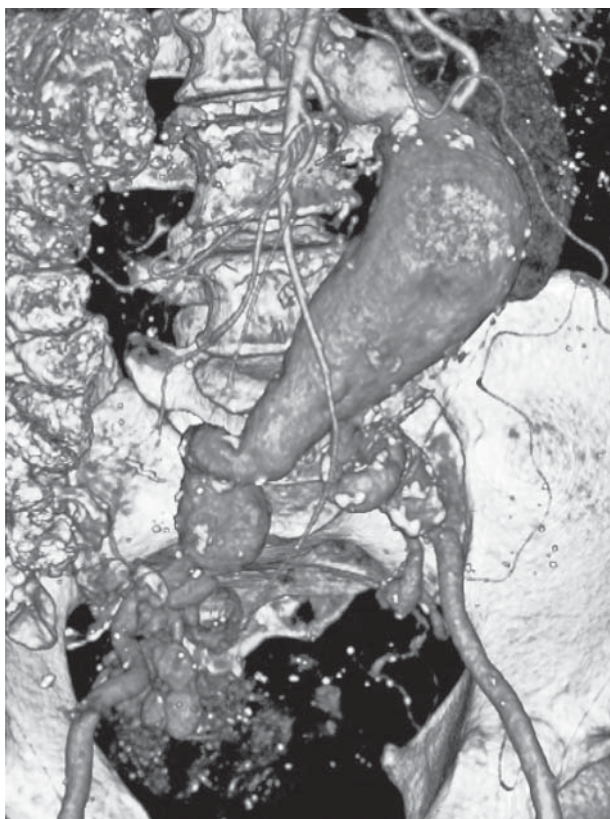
Компьютерная томограмма с контрастным усилением. Выраженная извитость и кальциноз подвздошных артерий
